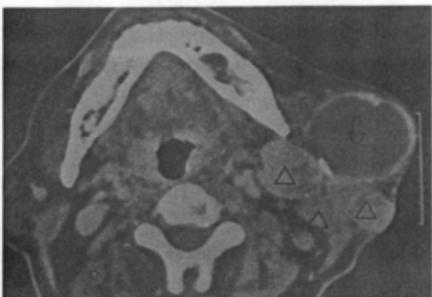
Contrast-enhanced axial CT scan image at the level of parotid gland shows peripheral rim enhanced and central low density mass(arrow) and multiple neck nodes(triangles).
